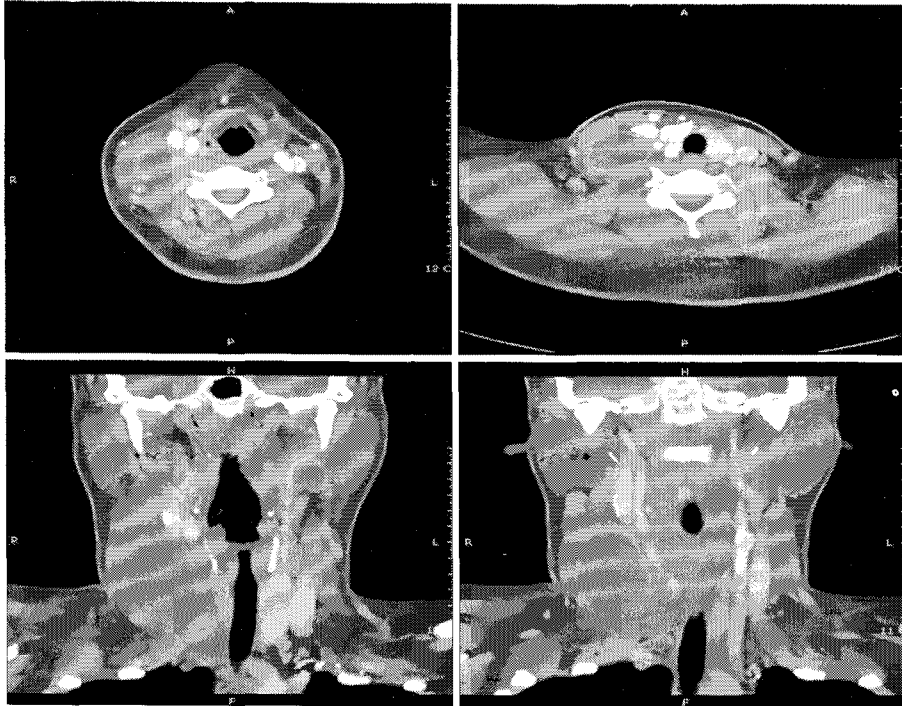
Contrast-enhanced axial and coronal CT scan taken 3 weeks after treatment of Picibanil. Cystic hygroma has decreased to $4.0 \times 2.5 \times 6.0$ cm size. Tracheal deviation is almost slackened off.
